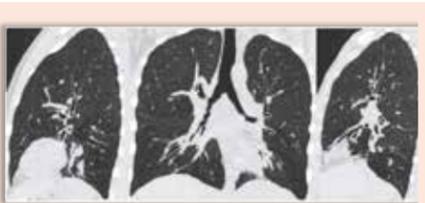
КТ-картина бронхоэктазов мешотчатого типа (двустороннее поражение легких) у подростка 15 лет с X-сцепленной агаммаглобулинемией.
